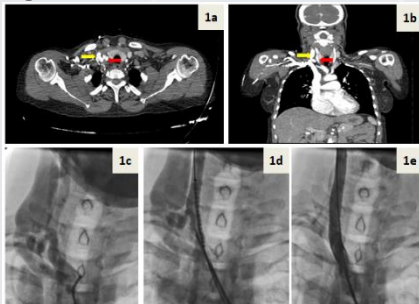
Contrast-enhanced computed tomography revealed a fistula between the proximal of the right common CA (red arrow) and the right IJV (yellow arrow). Figure 1b. Coronal plane of a computed tomography angiogram showed a carotid-jugular fistula (red arrow: the right common CA, yellow arrow: the right IJV). Figure 1c. A carotid-jugular fistula was noted on carotid angiogram. Figure 1d. A 9,0x38 mm balloon-expandable graft stent was implanted in the right common CA. Figure 1e. No residual flow was seen after the implantation of the graft stent.
